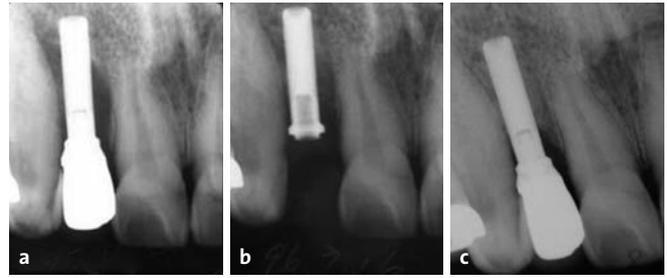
a) Periapikale Röntgenaufnahme ergab eine Periimplantitis mit Knochenverlust > 5 mm; b) Das Abutment wurde entfernt und eine chirurgische Behandlung mit dem LiteTouch-Laser durchgeführt. Nach der Lasertherapie werden ein Knochentransplantat und eine Biomembran verwendet; c) Periapikales Röntgenbild zeigte Knochenregeneration sechs Monate später.
